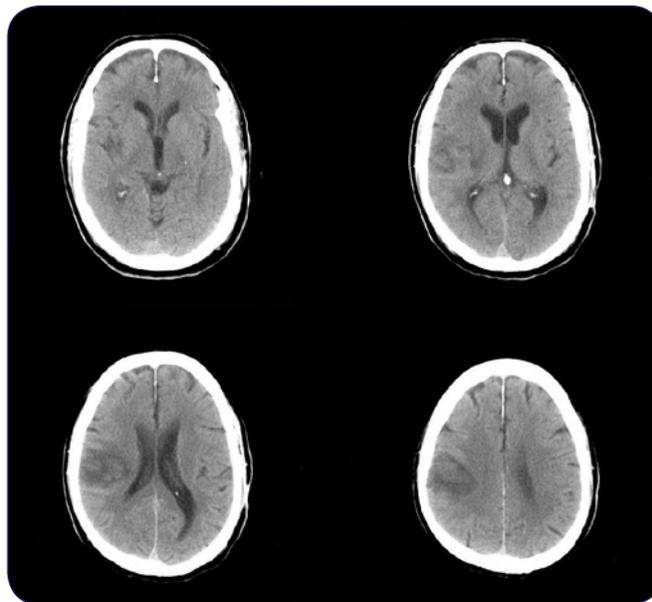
TC craneal control.
